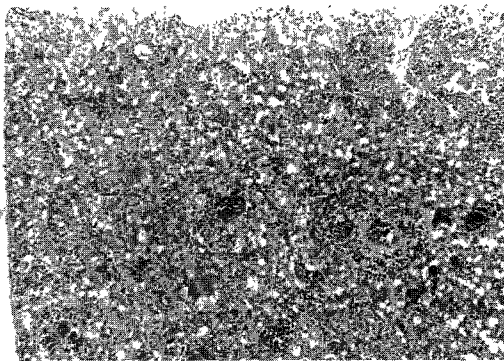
X-ray 30 Gy(H-E, $\times 25$) : Marked degenerative changes of alveolar septae with edema, congested blood vessels, and perivascular infiltration of inflammatory cells.
